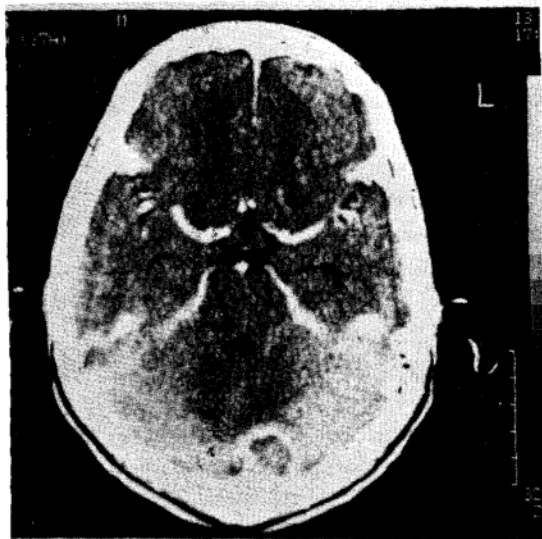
Tomografia do cérebro: abscesso no hemisfério cerebelar esquerdo.
